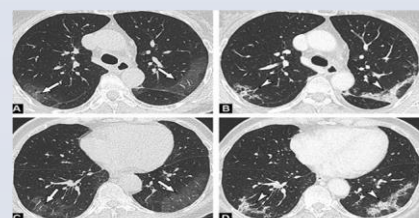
Femme de 71 ans. Coupes TDM axiales en fenêtre parenchymateuse montre un verre dépoli périphérique (flèches). Et des condensations (têtes de la flèches) bilatérales. Pneumonie médicamenteuse.
